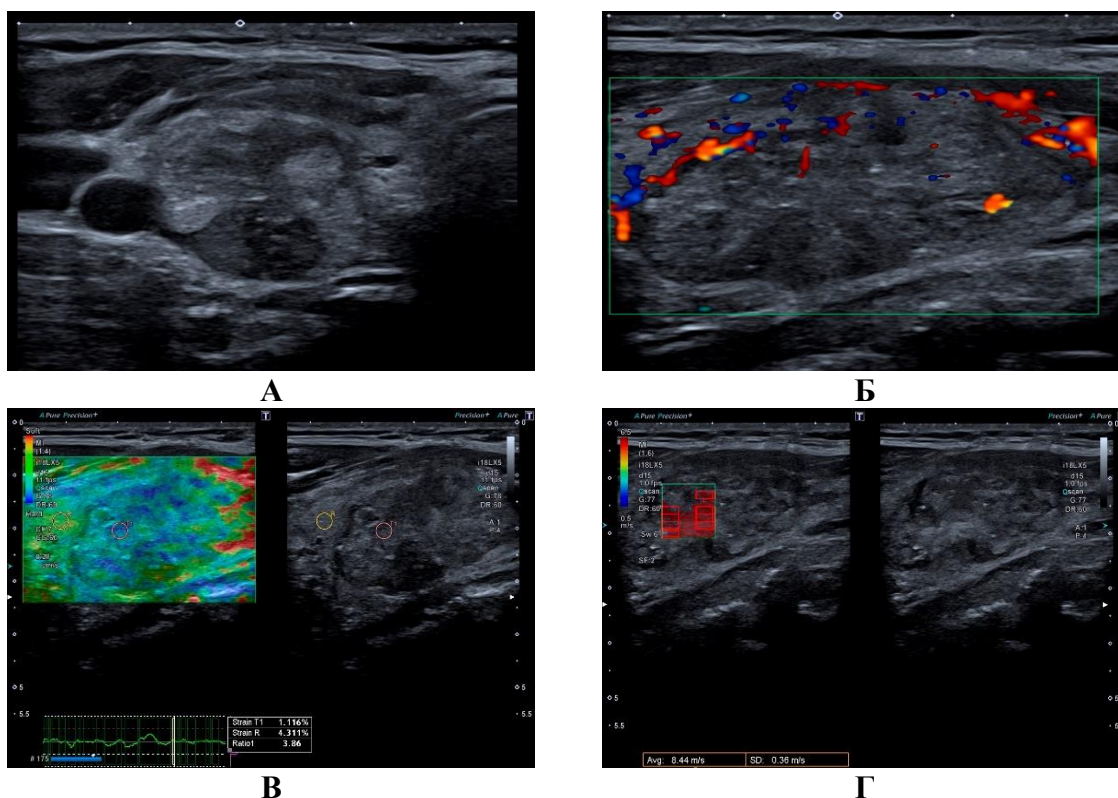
Проведение мультипараметрического УЗИ ЩЖ: А – В-режим, Б – цветное доплеровское картирование, В – компрессионная эластография с определением коэффициента Strain Ratio, Г – двумерная эластография сдвиговых волн.
